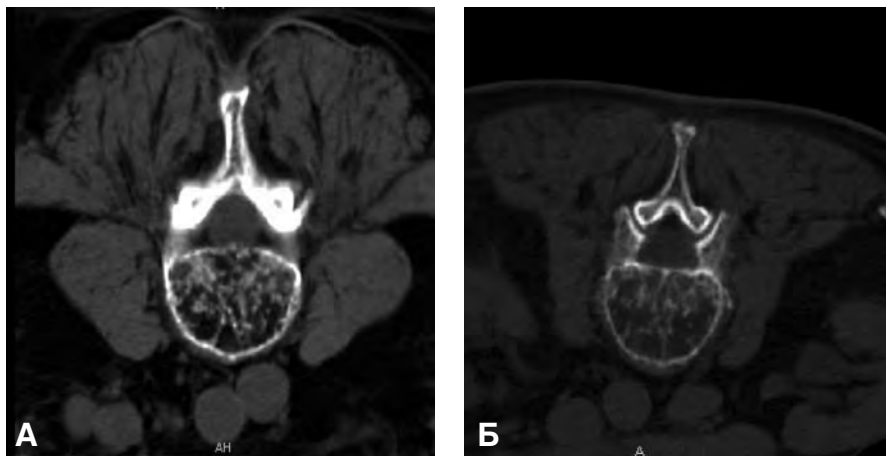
(А, Б) Результаты компьютерной томографии до операции
